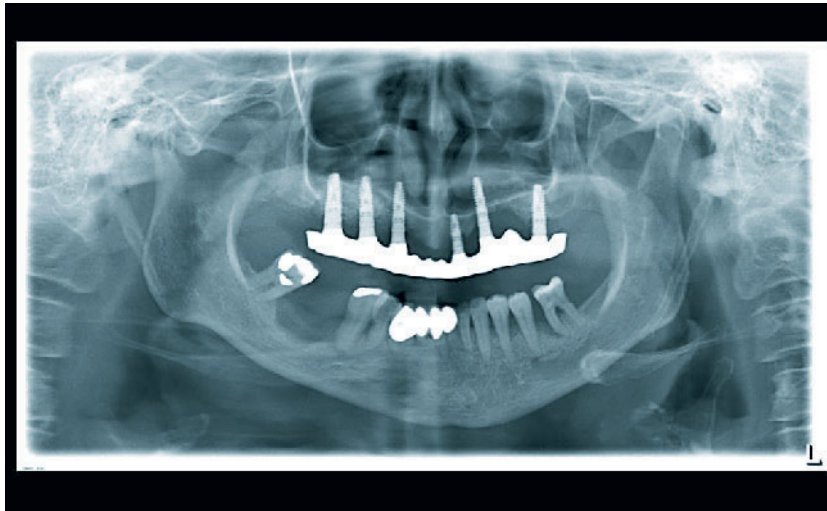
Radiographische Ausgangssituation, Panoramaschichtaufnahme 2011: Parodontaler Knochenabbau im UK und periimplantärer Knochenabbau an den Implantaten im OK.
